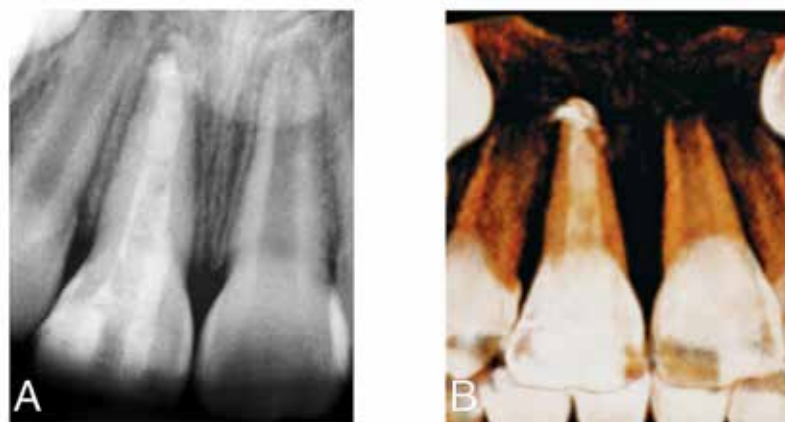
A: Radiografía aparente cierre apical B: CBCT corroborando apicoformación, se observa extrusión de material en periápice.
